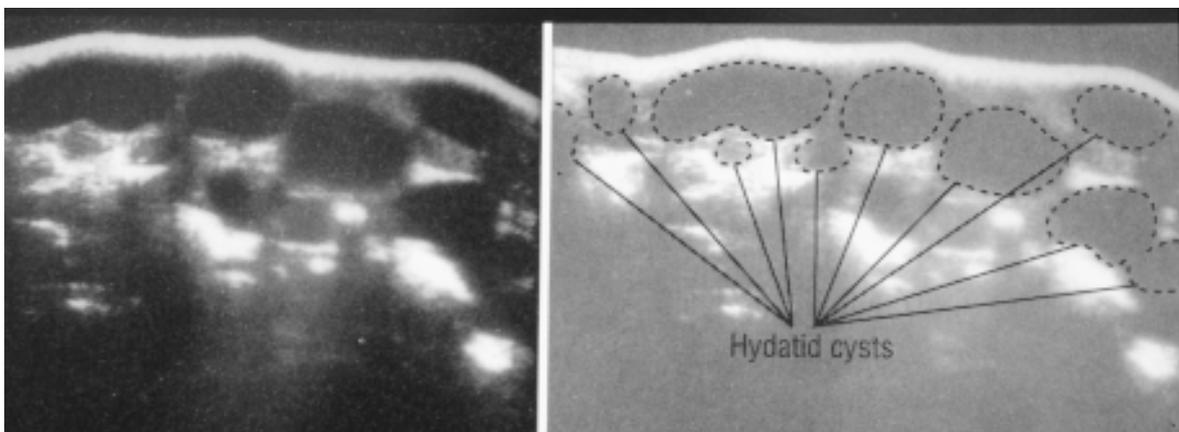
Ultraschallbilder extrahepatischer Echinokokkuszysten im Bauchraum (aus Palmer PES, Manual of Diagnostic Ultrasound, World Health Organization, Genf)
